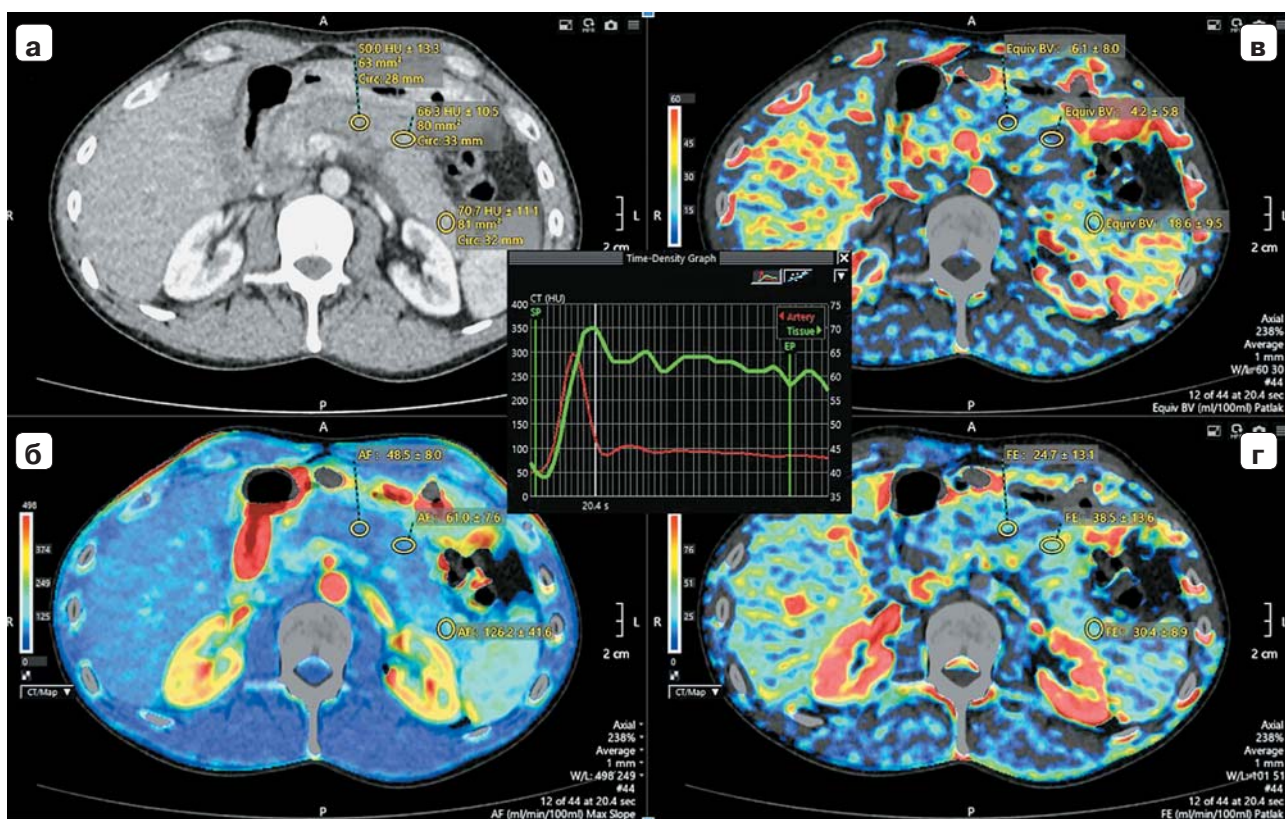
Перфузионная компьютерная томограмма с цветовыми картами: а – динамическое болюсное контрастирование; б – AF; в – BV; г – FE.
